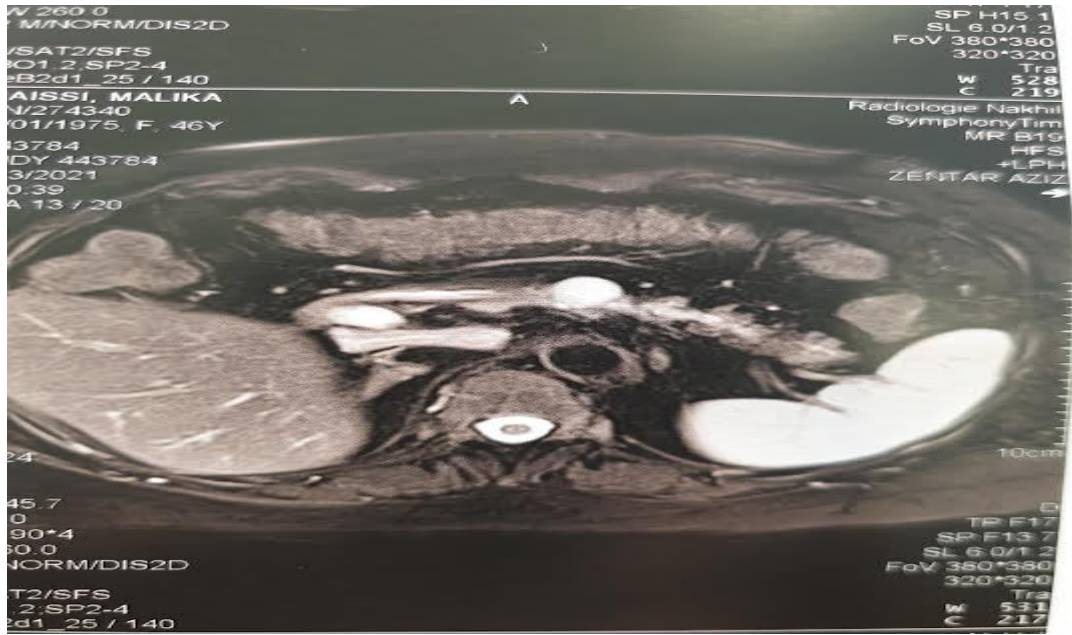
IRM et TDM montrant une tumeur intra parenchymateuse de la queue du pancréas.
